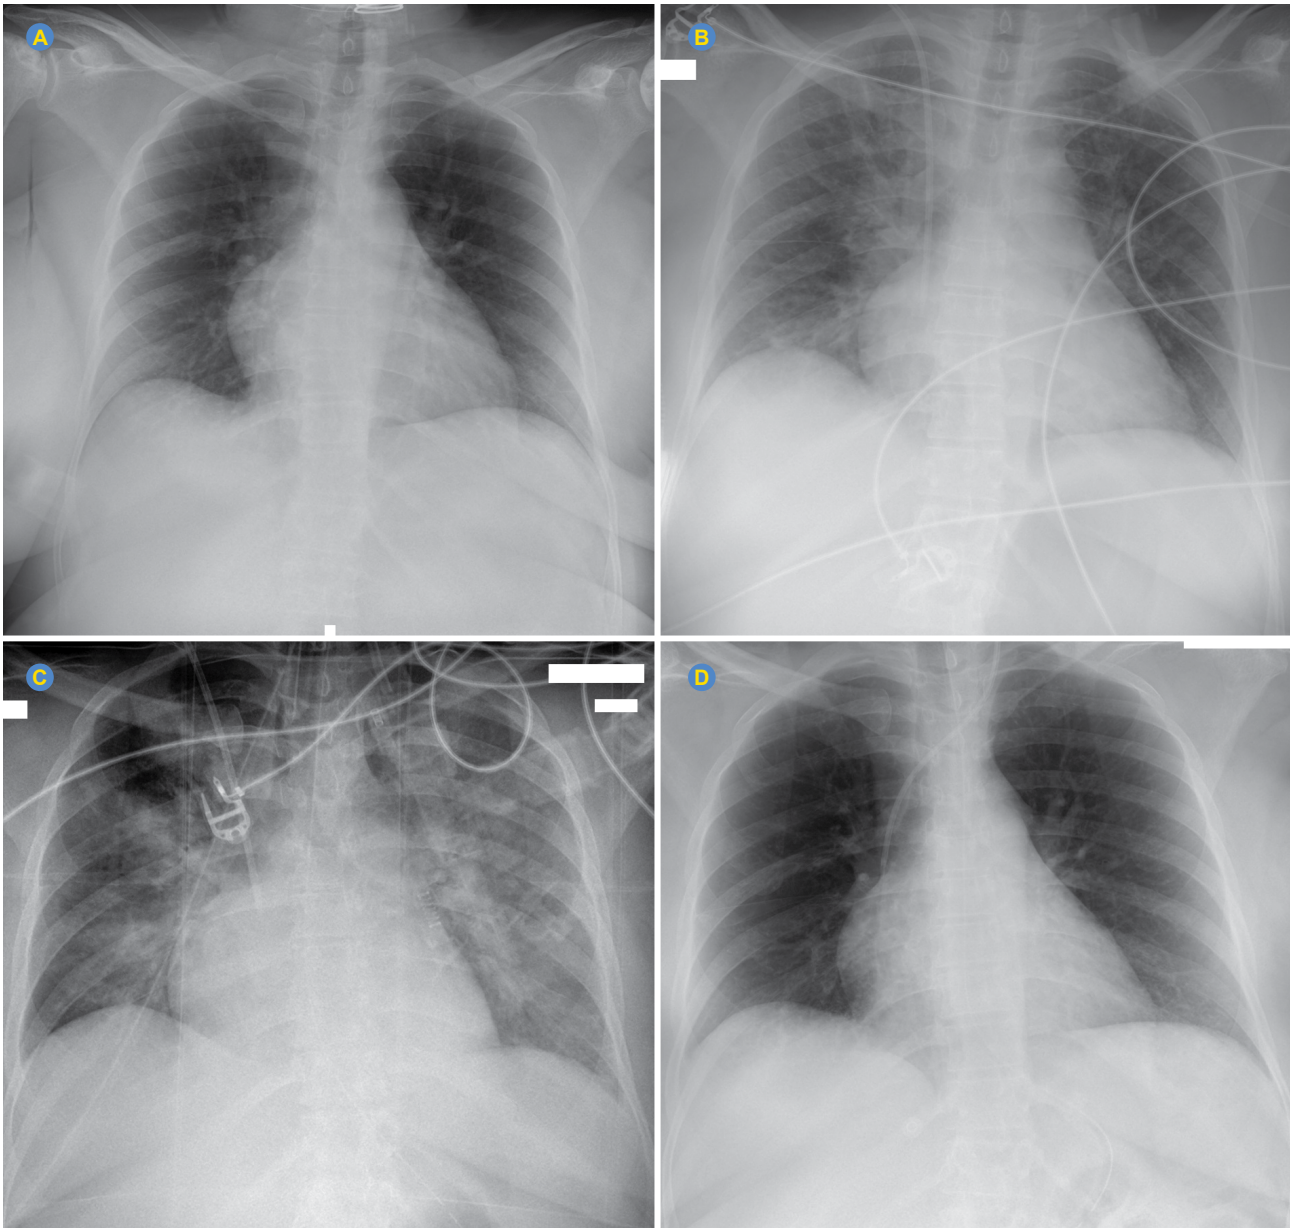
Chest radiography images (A) at admission, (B) 24 hours after admission demonstrating bilateral opacities, (C) worsening after 48 hours, and (D) normal at discharge
